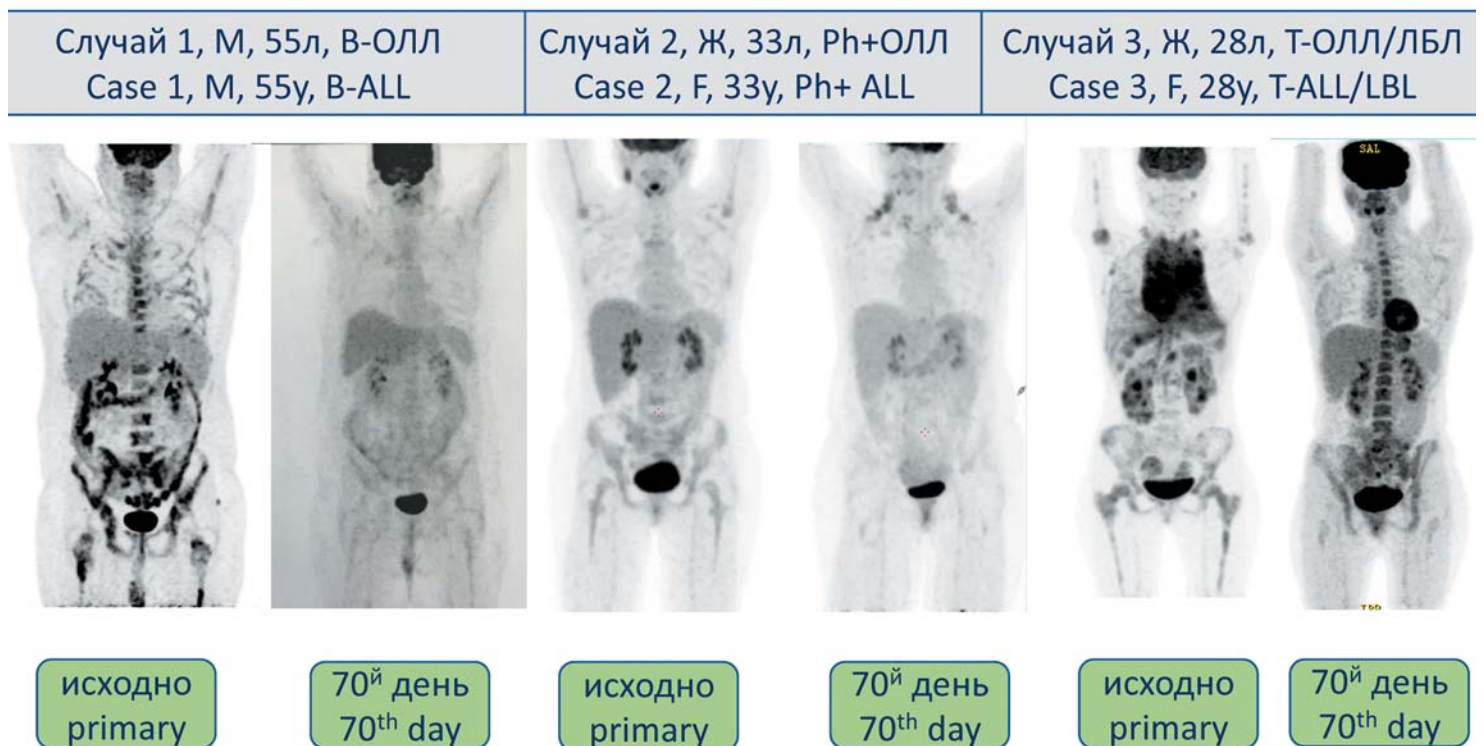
ПЭТ/КТ у больных с ОЛЛ/ЛБЛ в дебюте заболевания и после окончания индукционной терапии по протоколу ОЛЛ-2016/Ph+ОЛЛ-2012
